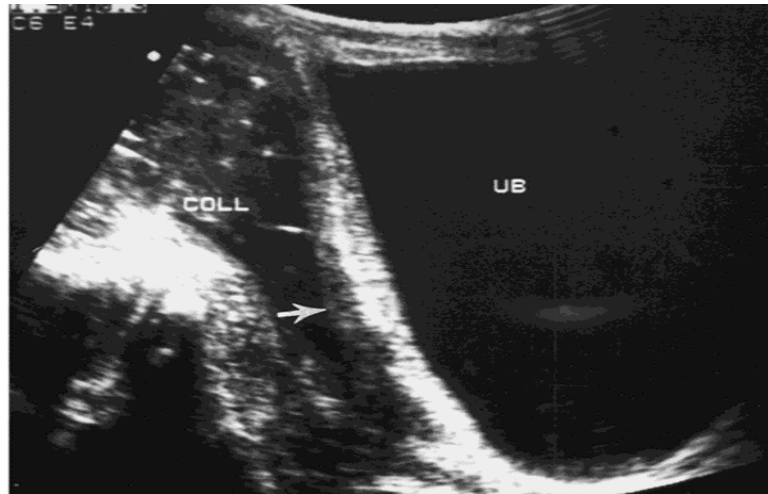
une échographie sur une coupe sagittale montrant une ascite au niveau de cul de sac de douglas avec une épaississement péritonéale (flèche) [114].
